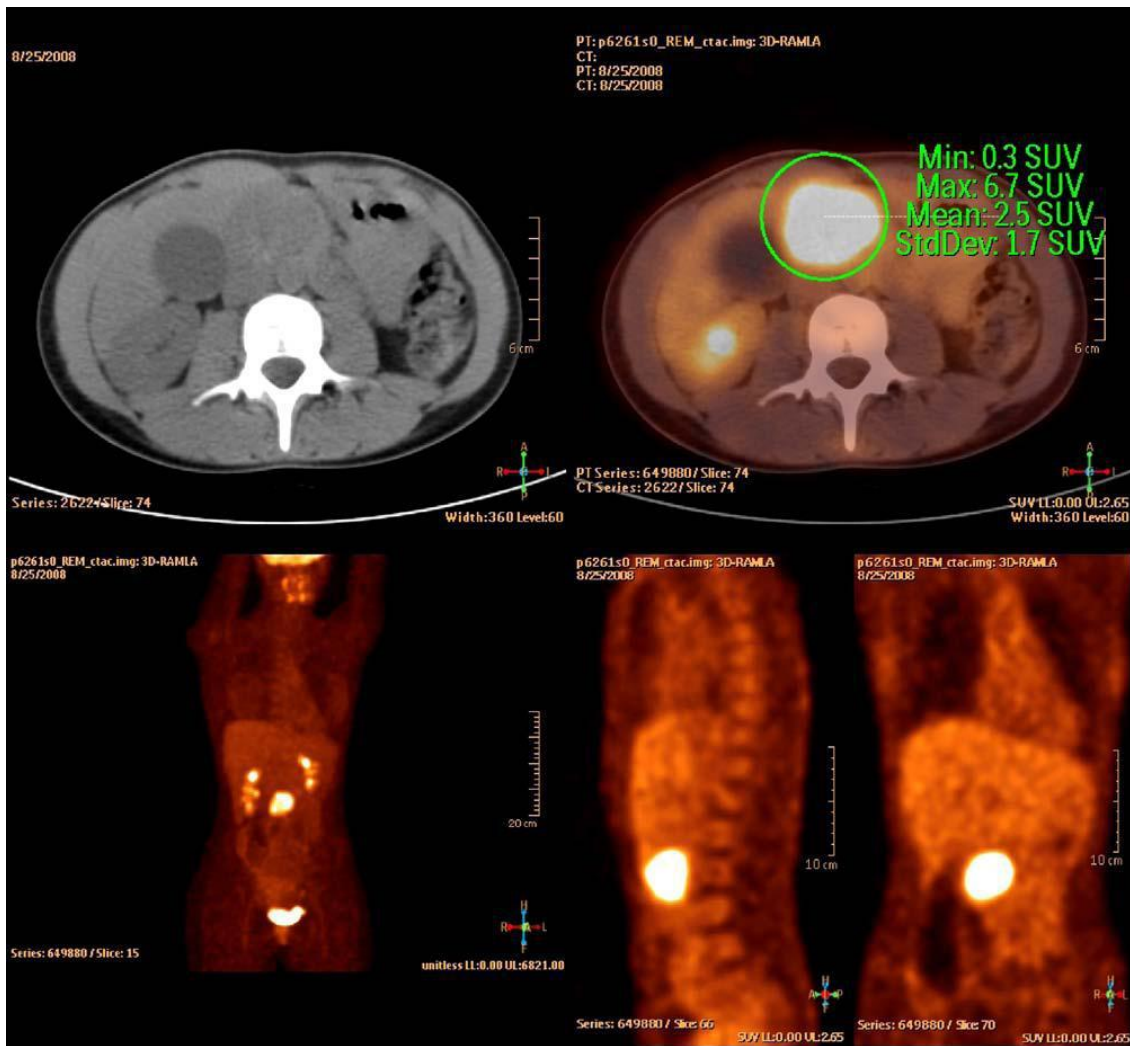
TEP-TDM. Hyperfixation isolée de la tumeur de la tête du pancréas [23].
